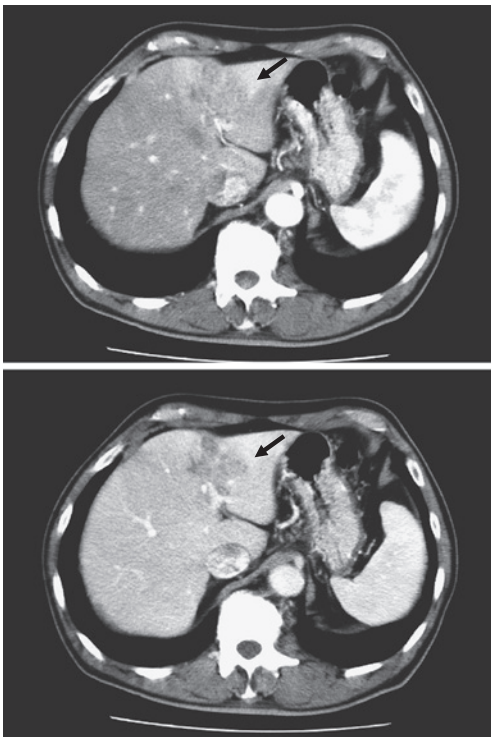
腹部dynamic CT(動脈相および門脈相)。
